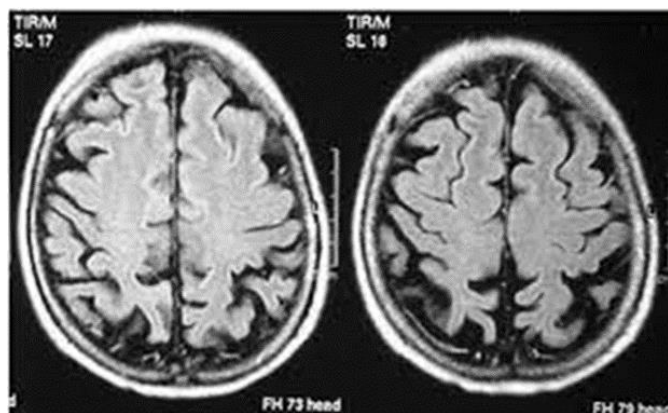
IRM cérébrale structurale : Atrophie occipito-pariétale bilatérale associée à une atrophie hippocampique
